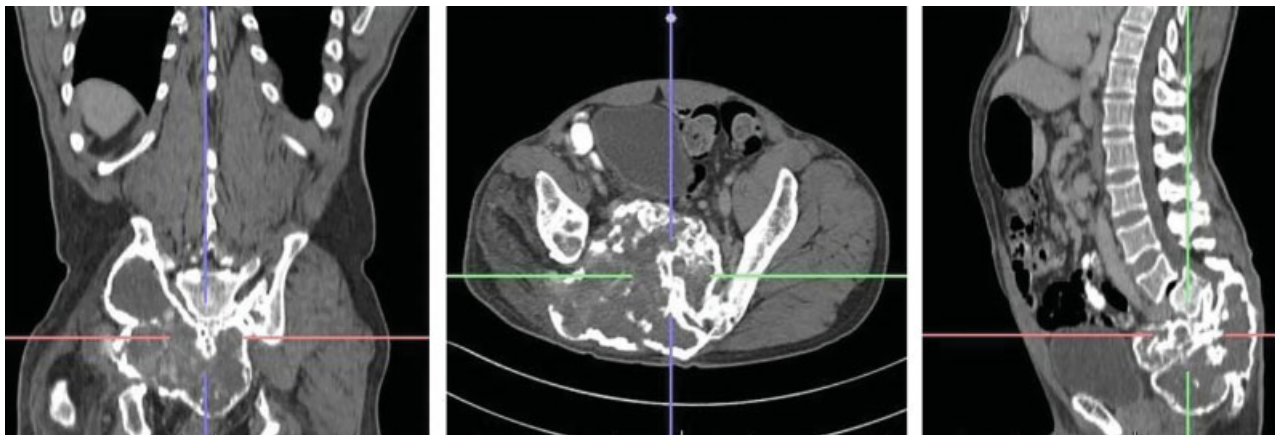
Exame de ressonância magnética nuclear evidenciando o controle do tumor sacral extenso.
